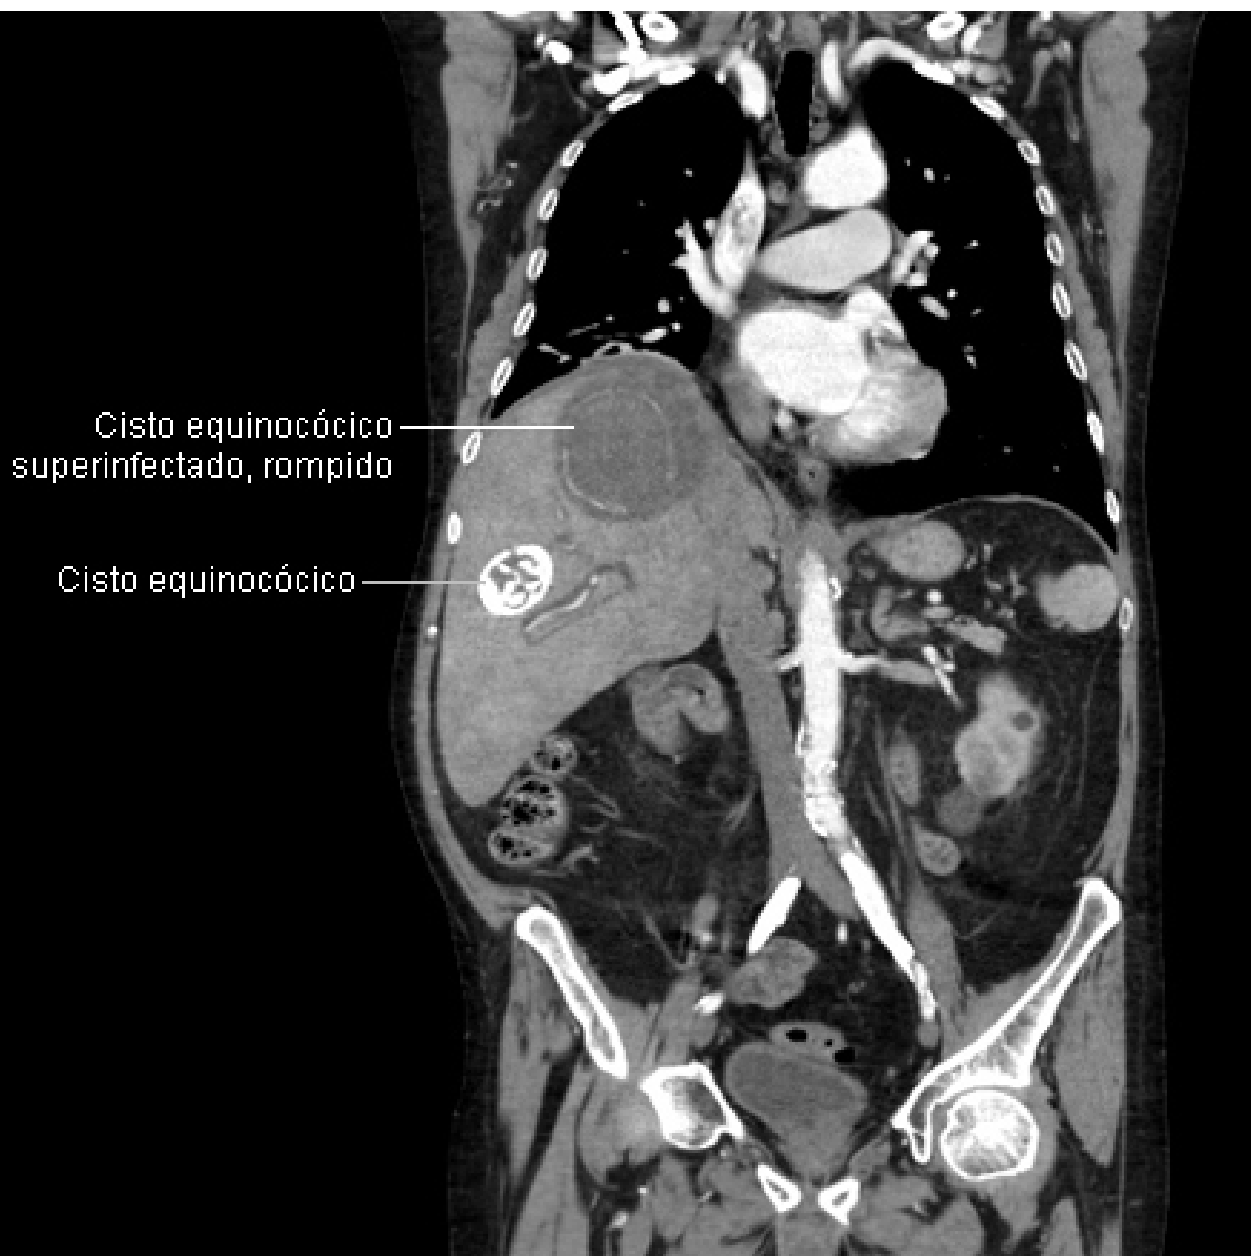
Tomografia computadorizada (TC) mostrando um cisto equinocócico superinfectado e rompido de 8 cm x 8 cm e um cisto equinocócico de 4 cm x 4 cm, em um homem de 69 anos de idade que apresentava hipotensão e dor torácica com irradiação para a região epigástrica
